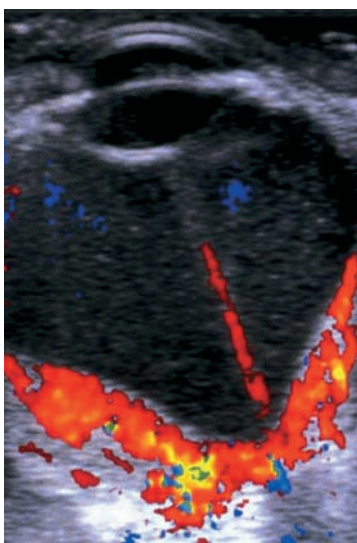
Angiome choroïdien diffus chez un enfant ayant un syndrome de Sturge-Weber. Échographie-Doppler en mode « couleur », coupe axiale.
